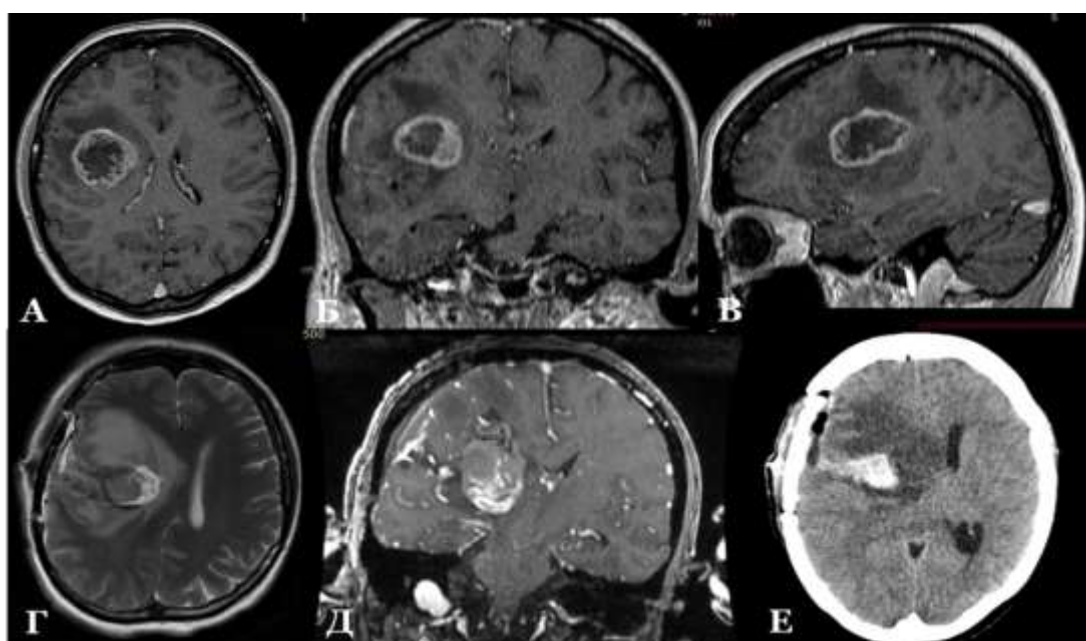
Пример малого паренхиматозного кровоизлияния после удаления высокозлокачественной глиальной опухоли глубинных отделов правой лобной доли с интактной поверхностью коры головного мозга, жен., 41г. (М-на Т.В., и/б № 93804/2018). А, Б, В – предоперационное МРТ в T1-режиме с контрастированием (аксиальная, коронарная и сагиттальная проекции). Г – послеоперационное МРТ в режиме T2 Propeller, аксиальный срез. Малое послеоперационное кровоизлияние ложа удаленной опухоли. Д – послеоперационное МРТ в режиме T1 с контрастированием, коронарный срез. Визуализируется остаточный фрагмент опухоли с накоплением контраста по нижнемедиальному краю операционного ложа. Е – послеоперационное КТ без контрастирования в динамике на 3-е сутки, аксиальный срез
